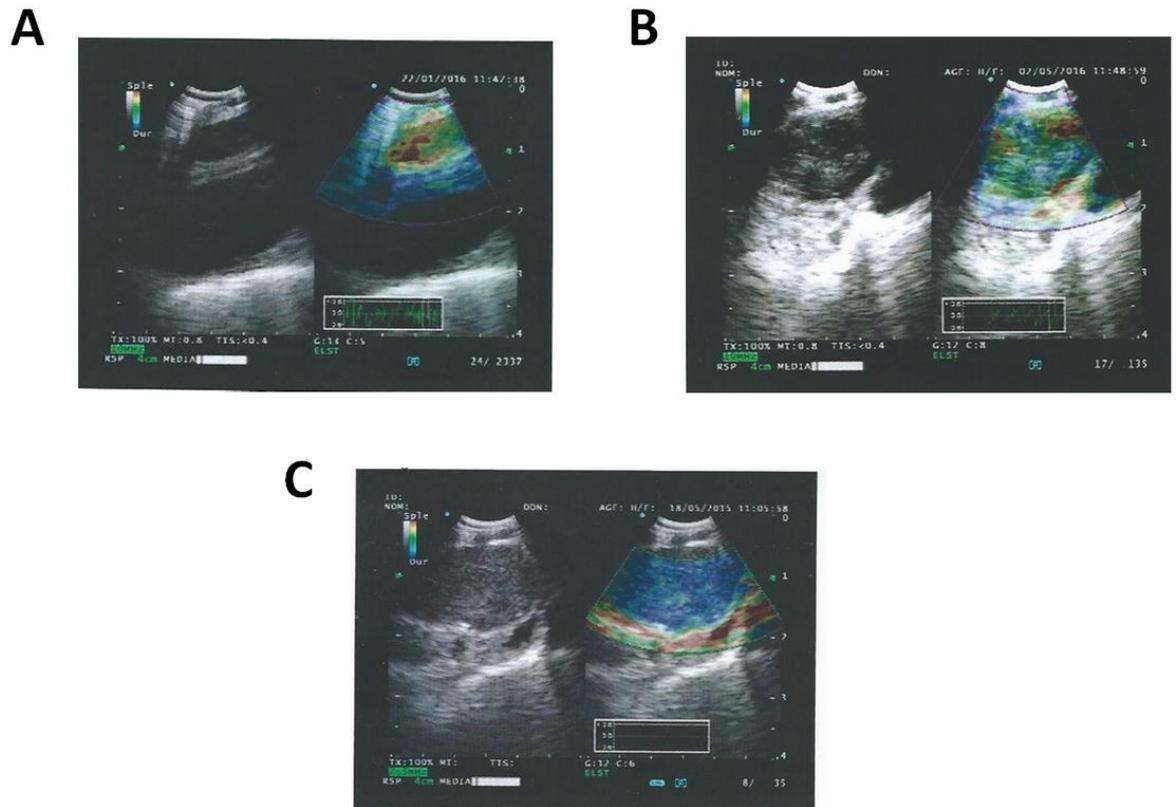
Ganglions représentatifs d'un type élastographique en écho-endoscopie bronchique. L'image de gauche représente le ganglion visualisé via l'écho-endoscope. L'image de droite correspond à l'élastogramme surimposé à l'image échographique (les tissus durs apparaissent bleu, les tissus plus mous apparaissent en rouge).
